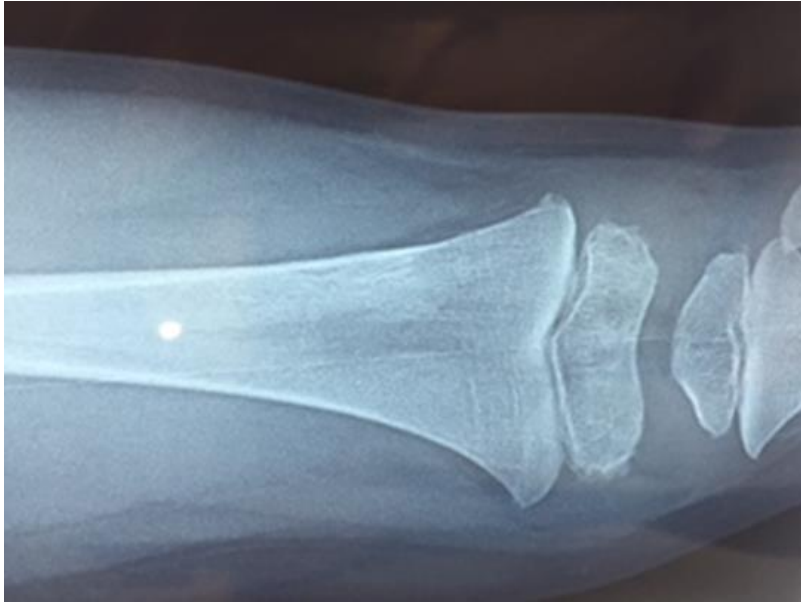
Radiographie standard de face montrant la guérison de la lésion après traitement
